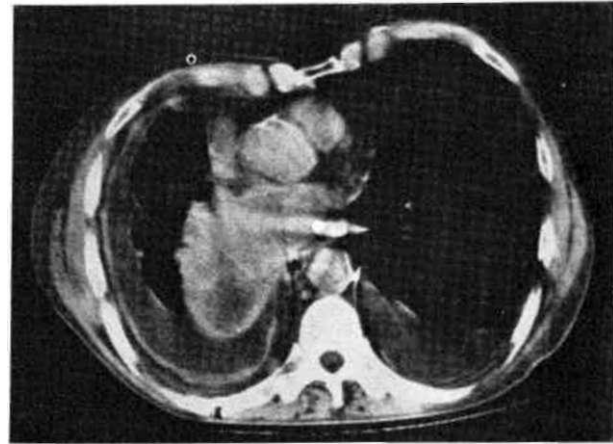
BT'de ön medlastende vasküler yapıları oblitere eden ya da çevreleyen tümör görülüyor.
